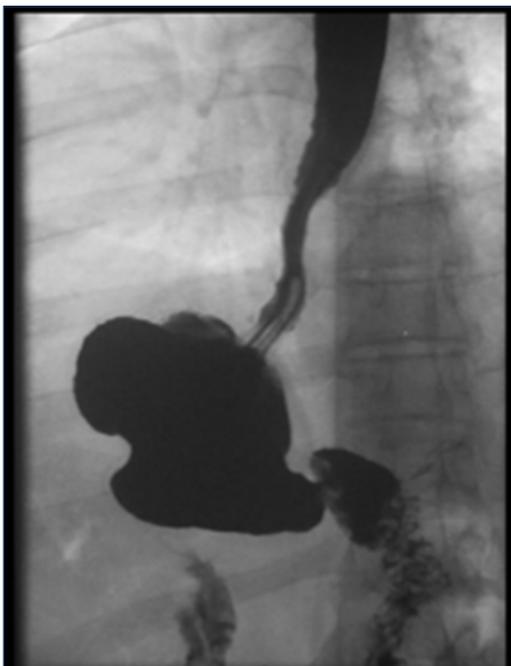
Tránsito baritado: dilatación gástrica y TC abdominal: hernia de hiato por deslizamiento
